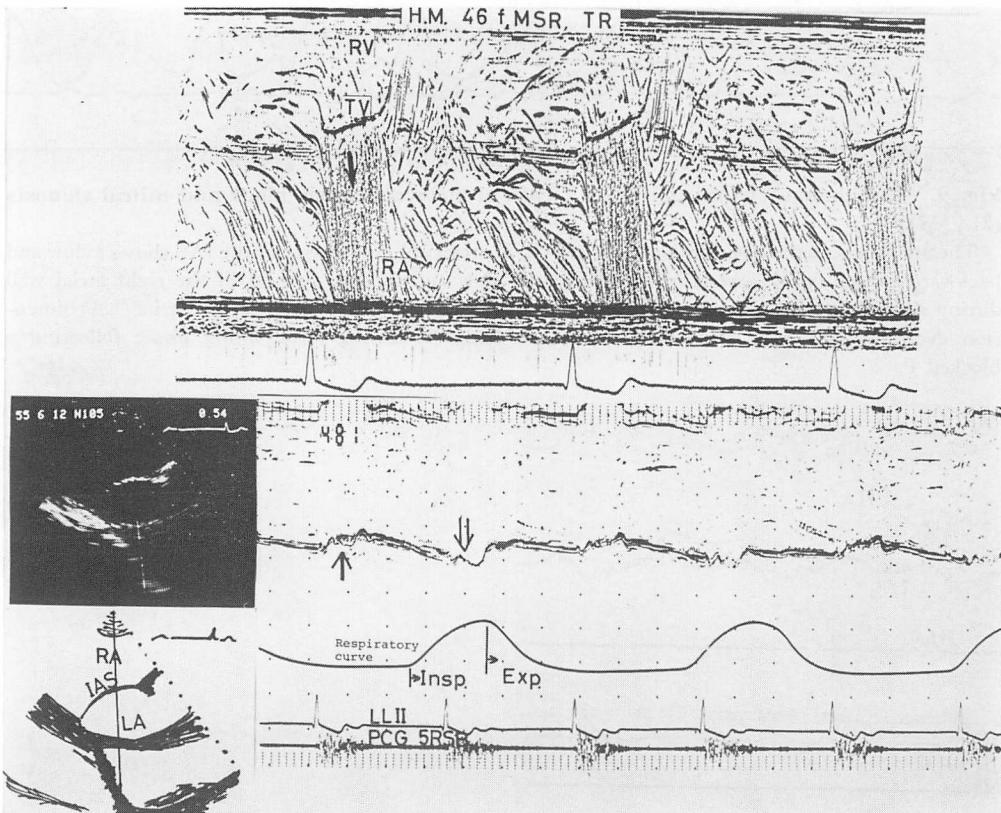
Contrast echocardiogram and two-dimensional and M-mode echograms in a patient with massive tricuspid regurgitation secondary to mitral valvular disease.
